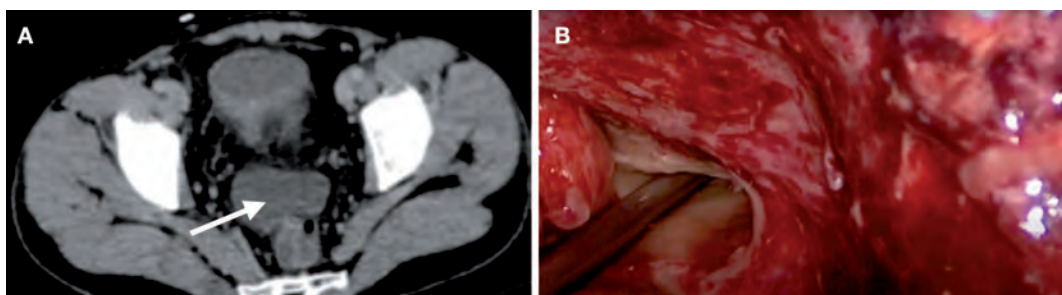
Absceso del Douglas (Tomografía Computada). Drenaje laparoscópico.²⁰
